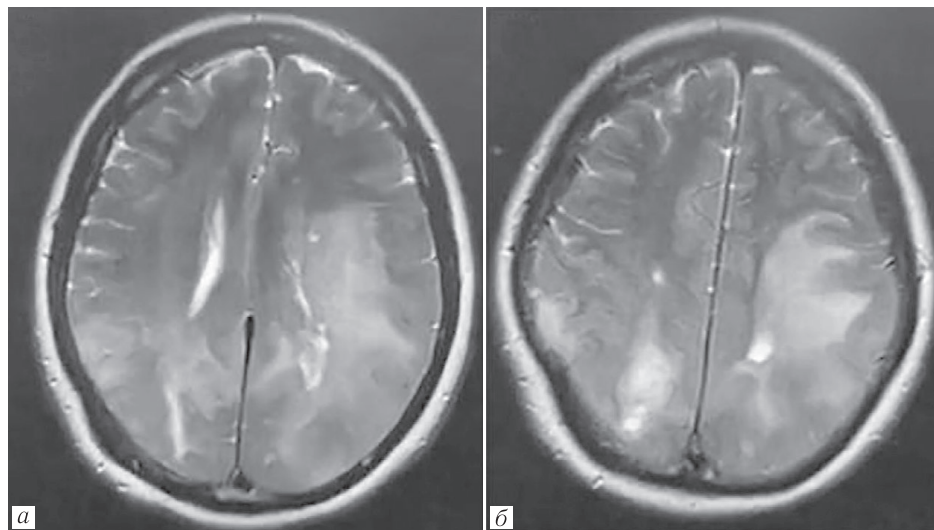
Острый диссеминированный энцефаломиелит. МРТ, T2-взвешенные изображения. Диффузные сливные изменения в теменных и задне-лобных областях с обеих сторон, с вовлечением u-волокон, а также кортикальных участков с обеих сторон [6]
